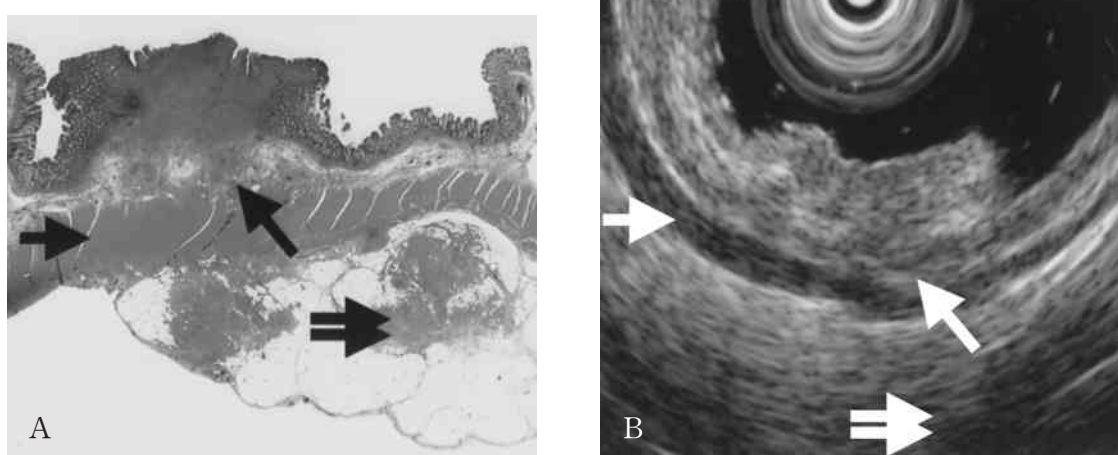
組織標本ルーペ像および超音波内視鏡検査所見の比較
